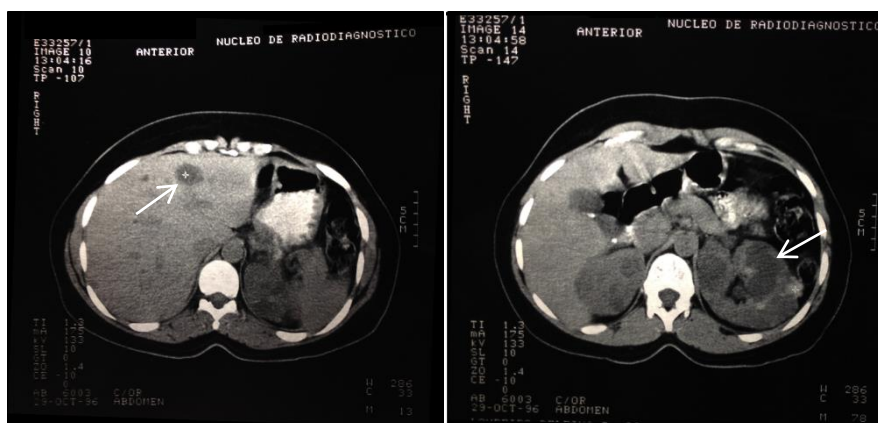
TC abdominal sem contraste de outubro de 1996 a revelar múltiplos quistos renais e hepáticos (o maior com 3 cm situado no lobo esquerdo do fígado).
